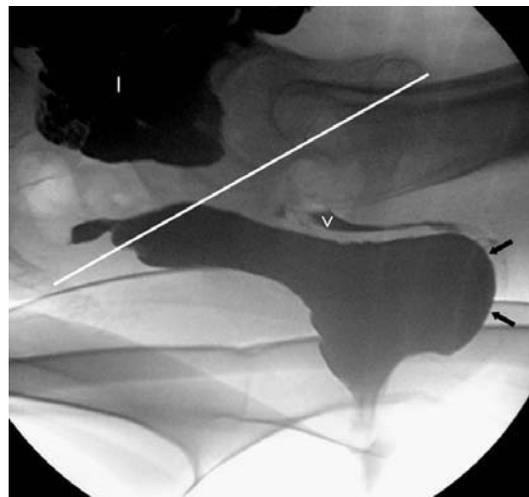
Colpo-defecografia in fase espulsiva. Anomala discesa del retto rispetto alla linea pubo-coccigea con erniazione della parete anteriore (frecce) ed impronta sulla vagina (V); le anse del piccolo intestino (I), opacizzate per via orale, non superano il piano della linea pubo-coccigea
